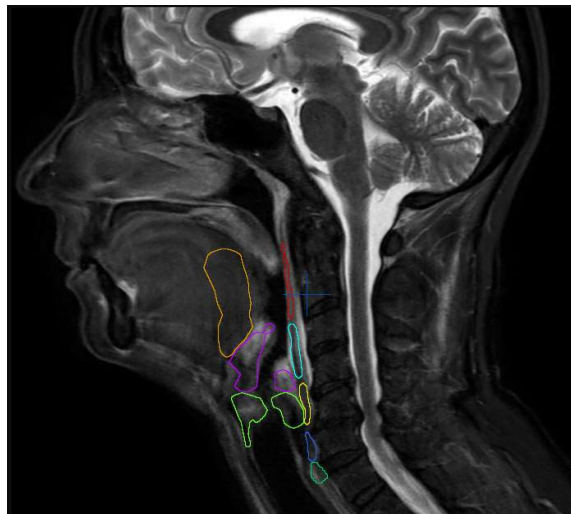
Konturierung der SWOARs im MRT sagittale Ansicht
